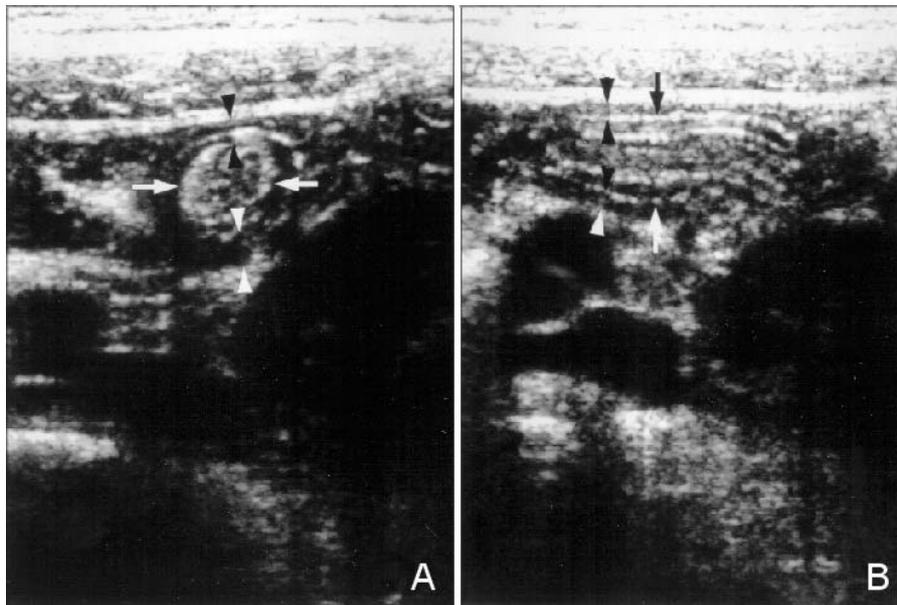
(A) Transverse and (B) longitudinal ultrasound image of transient small bowel intussusception. Note hyperechoic center (arrows), which represents intussusceptum, and surrounding hypoechoic rim (arrowheads) which represents intussusciens. On repeat ultrasound examination 30 min. later, no demonstrable intussusception was detected (not shown).
